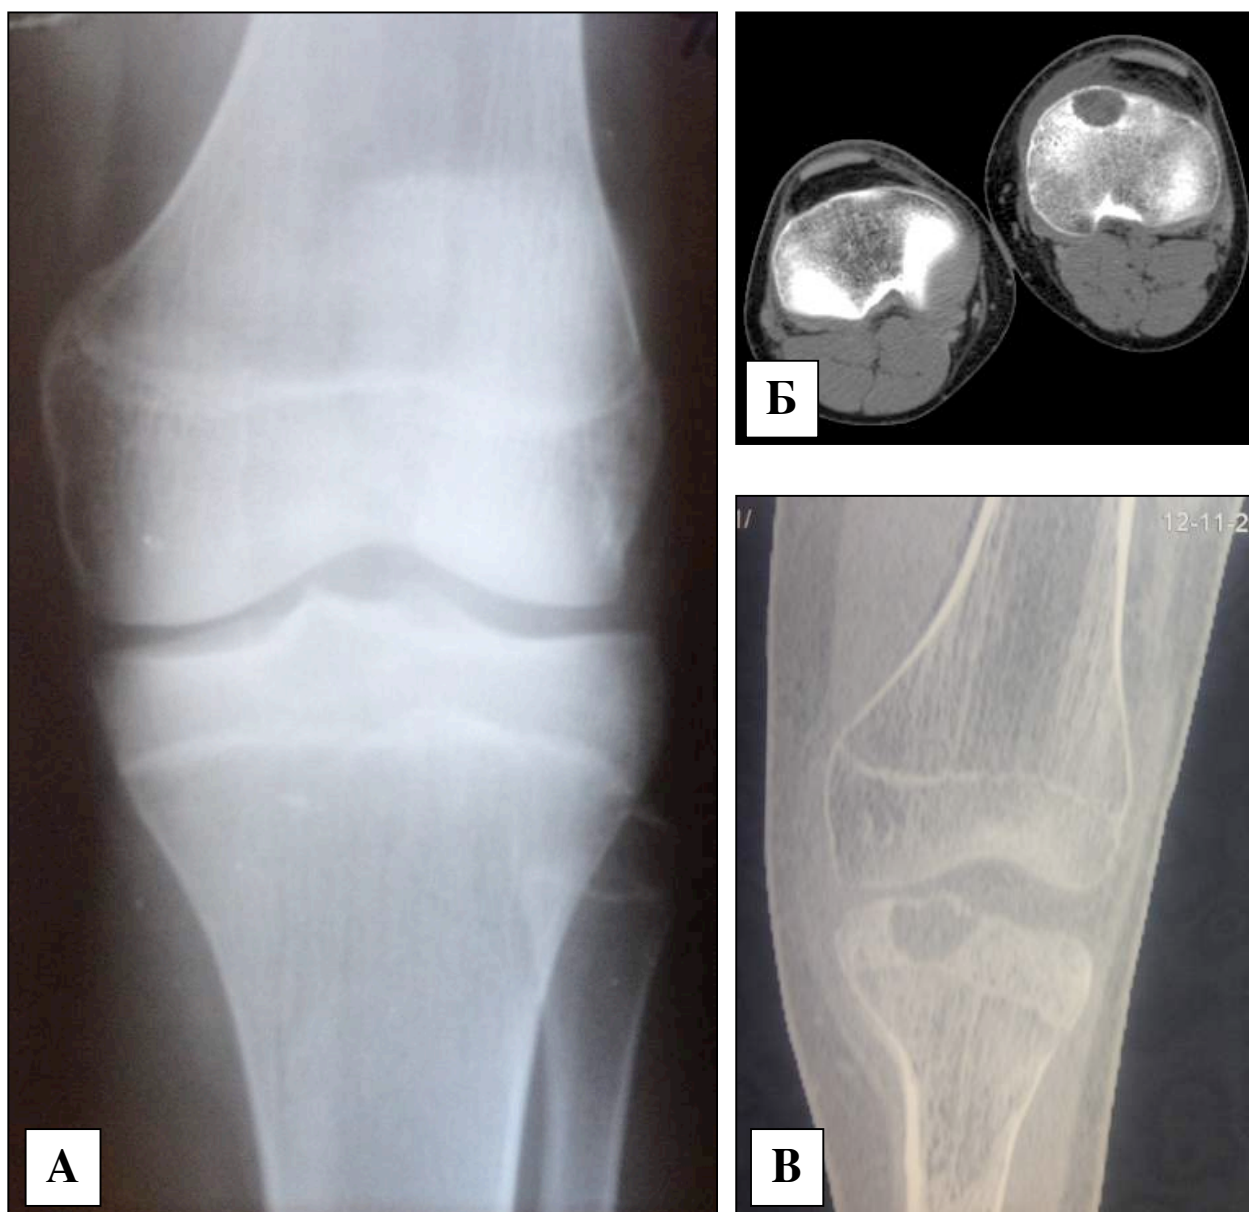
ХБ проксимального эпифиза правой большеберцовой кости (один пациент). А Рентгеновский снимок в прямой проекции: из-за небольших размеров патологического очага опухоль не видна. Б. КТ-исследование: хорошо ограниченный литический очаг, окруженный зоной перифокальных склеротических изменений костной ткани. В. КТ-исследование: тот же очаг, не распространяется за нормальные
